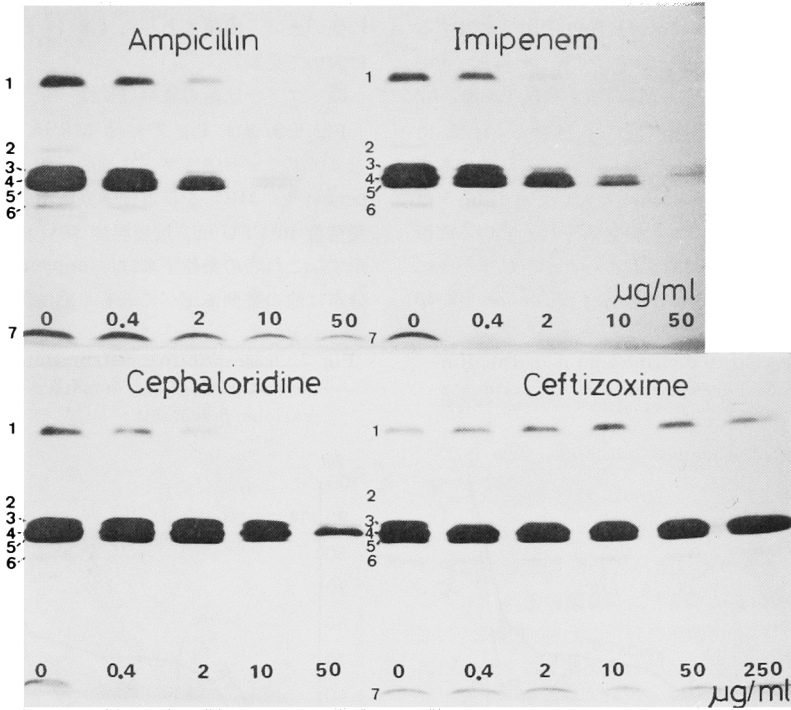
Binding of β -lactams to PBPs of *E. faecalis* TK 34 strain
